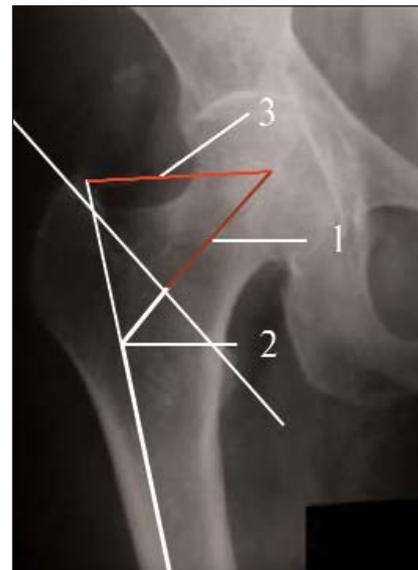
Рентгеноморфометрическое исследование проксимальных отделов бедренной кости. 1 — длина шейки, 2 — шеечно-диафизарный угол, 3 — биомеханический рычаг
